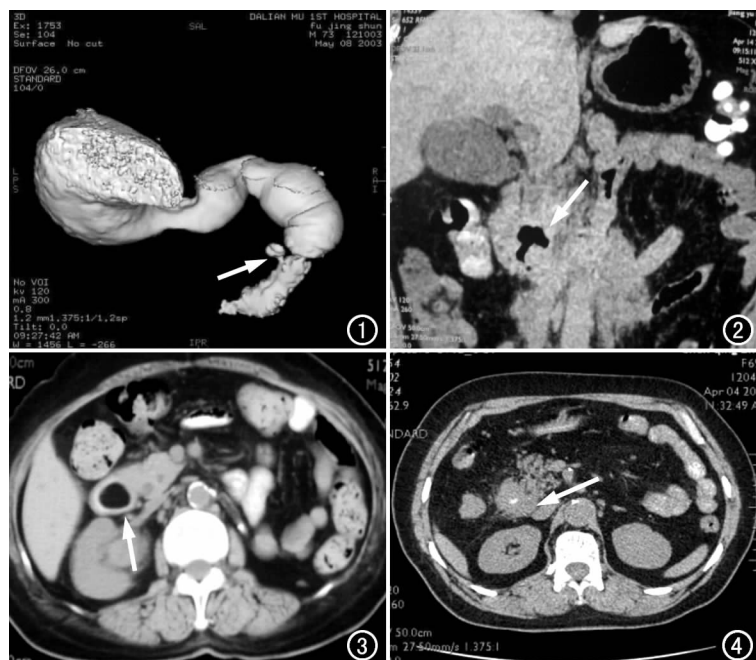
SSD 像示十二指肠降段憩室(箭)。 图 2 冠状面 MPR 像示十二指肠降段憩室炎(箭)。 图 3 轴面 CT 示十二指肠降段脂肪瘤(箭)。 图 4 轴面 CT 示十二指肠降段癌(箭)。
